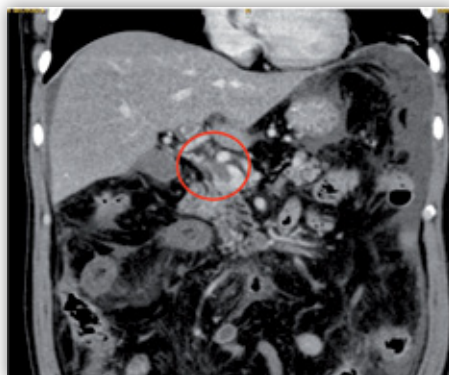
Corte coronal de TAC en el que se puede observar la presencia de un material de alta densidad en el interior de la vena mesentérica superior (círculo) que corresponde a una trombosis aguda a nivel de la vena porta y confluente esplenoportomesentérico. La ausencia de colaterales sugiere que nos encontramos ante un episodio agudo de TP. Cortesía de la Dra. García-Criado, Servicio de Radiología, Hospital Clínic.
